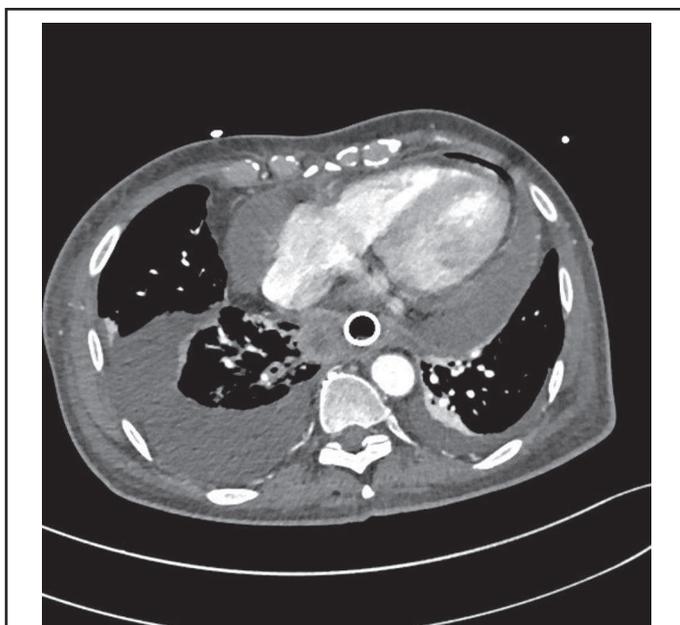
Le CT scanner démontre un épanchement péricardique avec une composante aérique. Le CT scanner retrouve aussi la masse tumorale para-œsophagienne droite, la prothèse œsophagienne et des épanchements pleuraux.
